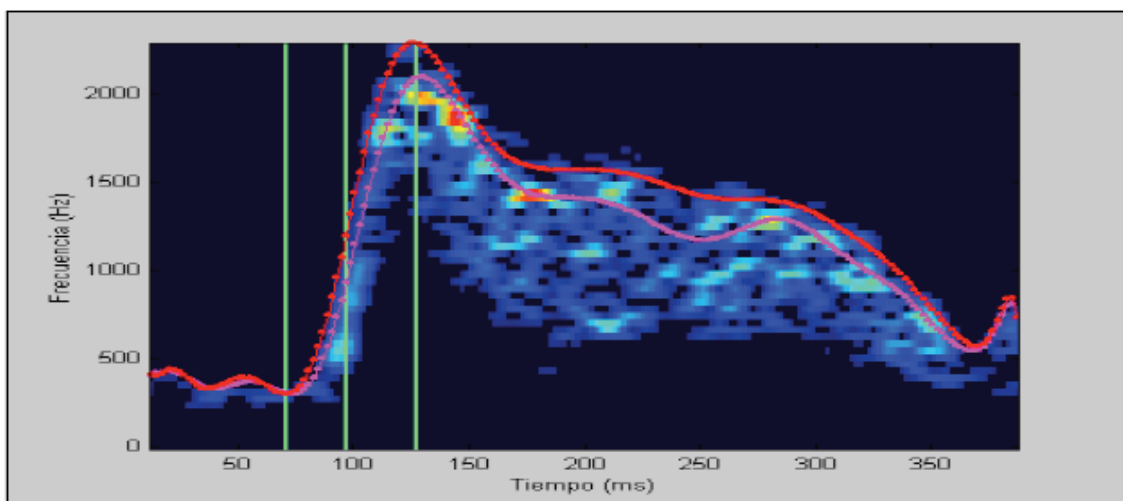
Registro representativo de la onda de velocidad doppler en una paciente.
